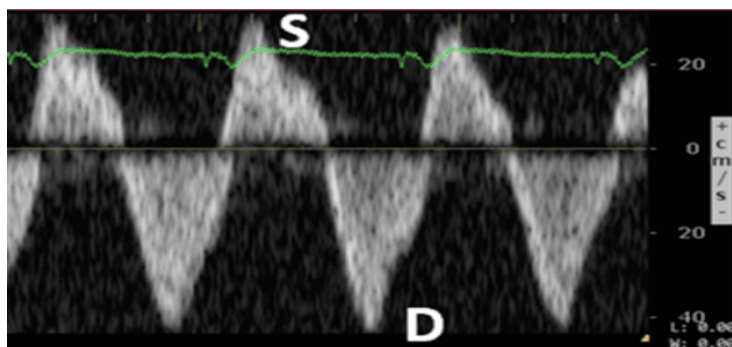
Doppler pulsado que muestra Anomalía grave de la vena hepática: onda S invertida.
